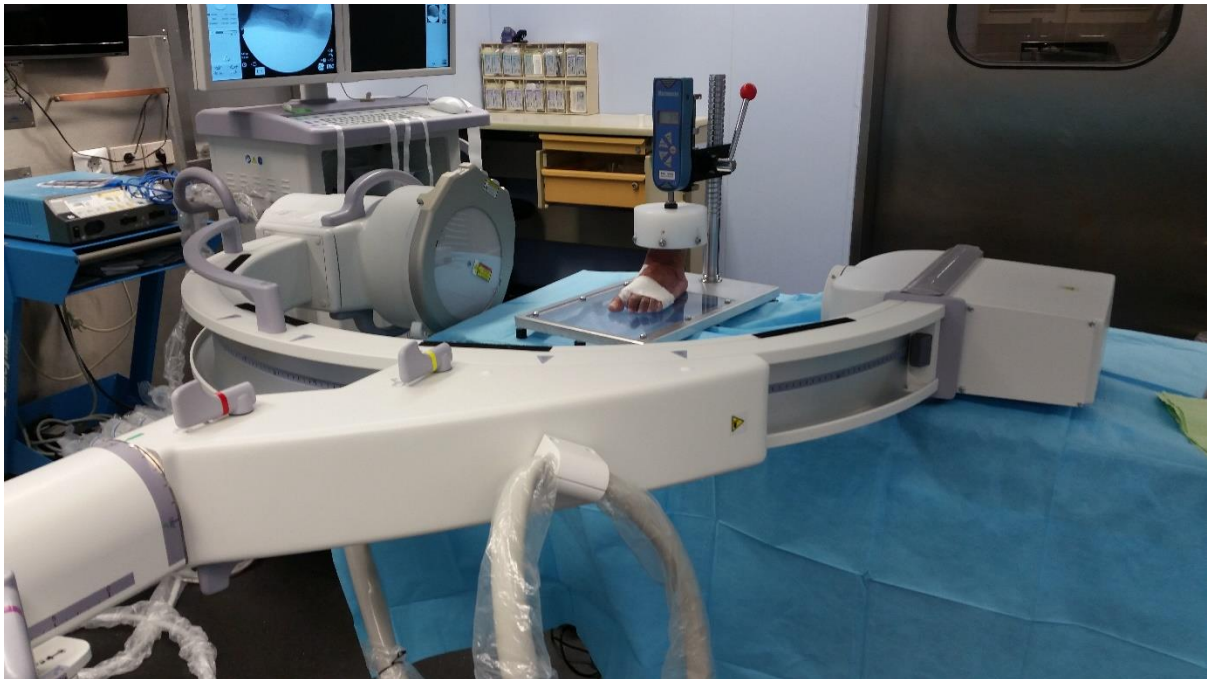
Col·locació de l'arc de fluoroscòpia per a la realització de la projecció lateral. El peu es troba fixat a la bancada de forces, i d'aquesta manera s'aplica força axial progressiva en intervals de 10 kg, prenent radiografies a cada interval. Autor: Font pròpia.
